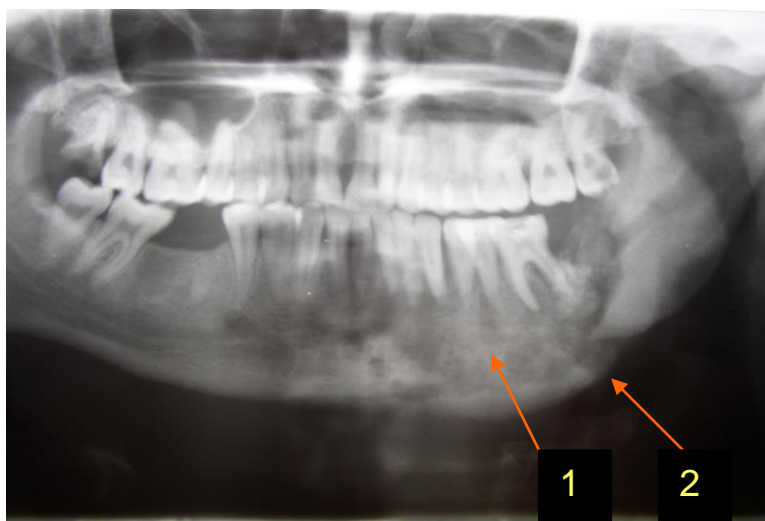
Ортопантомограма хворого Б., 30 років, з дифузним остеомієлітом нижньої щелепи (1 - великі за розмірами секвестри в ділянці тіла нижньої щелепи; 2 - резорбційний перелом нижньої щелепи).
